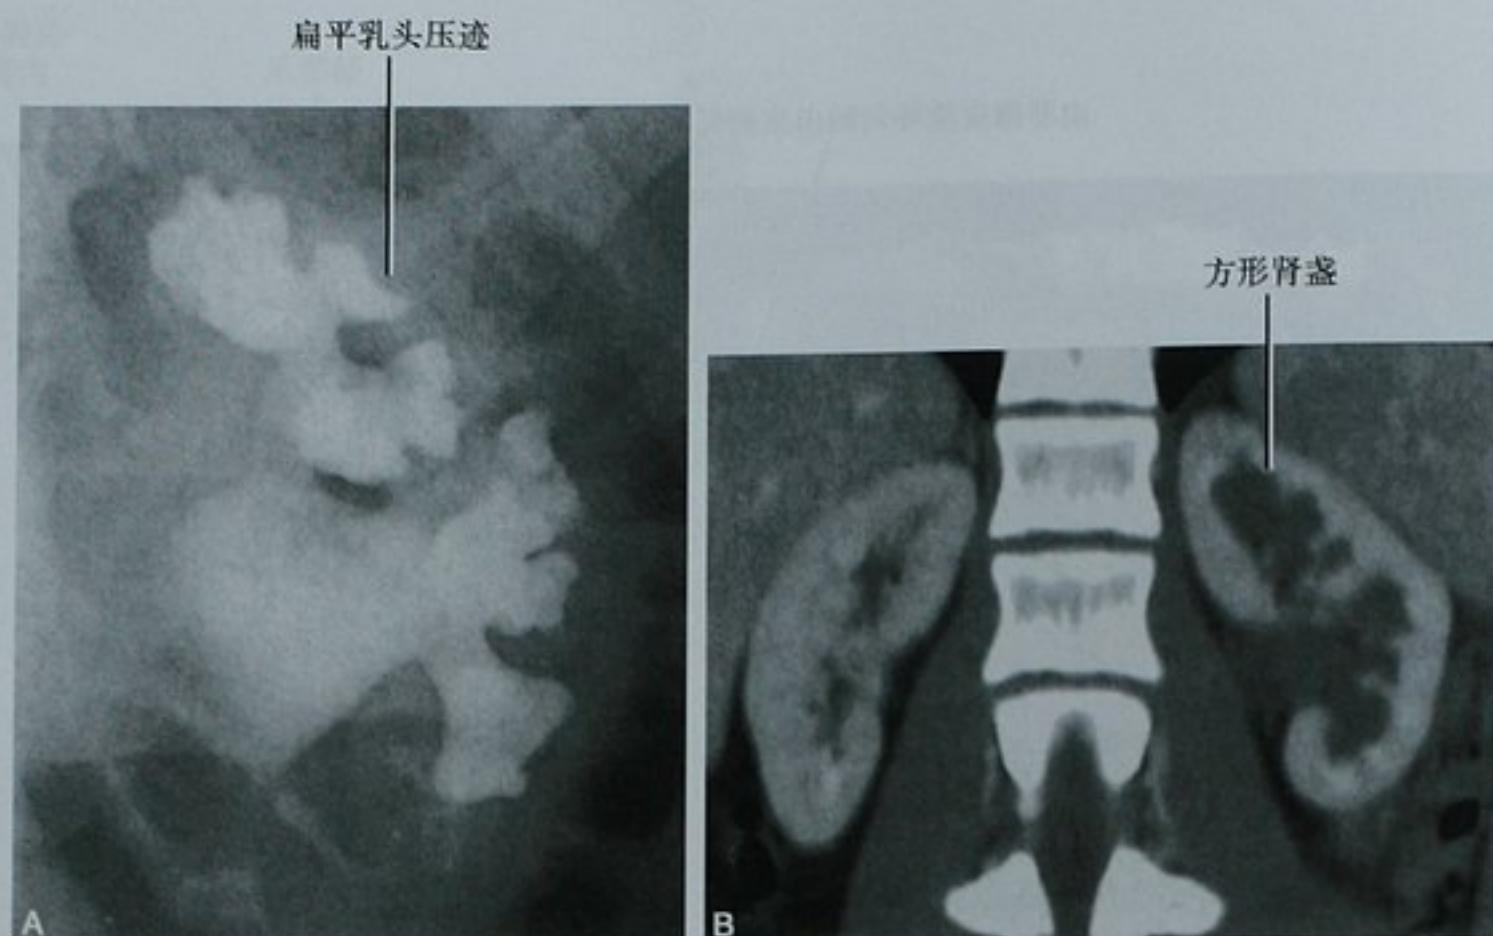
鉴别巨肾盏和肾积水。A. 巨肾盏病例的 IVU 显示肾乳头呈扁平状表现; B. 同一患者的对比剂增强 CT 冠状位重建显示肾盏呈方形, 由先天性扁平乳头所致
